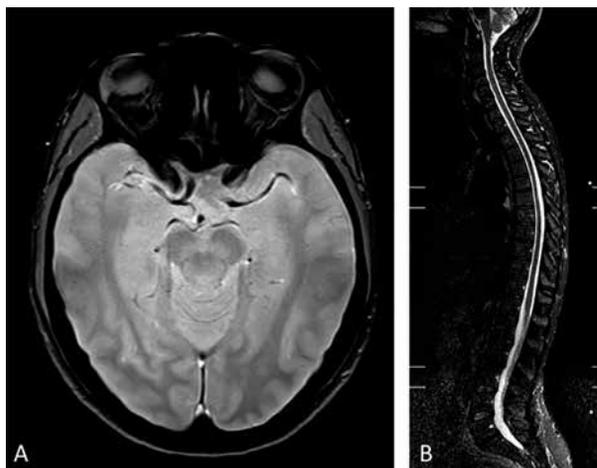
Resonancia magnética nuclear (A) corte transversal de cerebro y (B) corte sagital de columna completa sin alteraciones estructurales.
